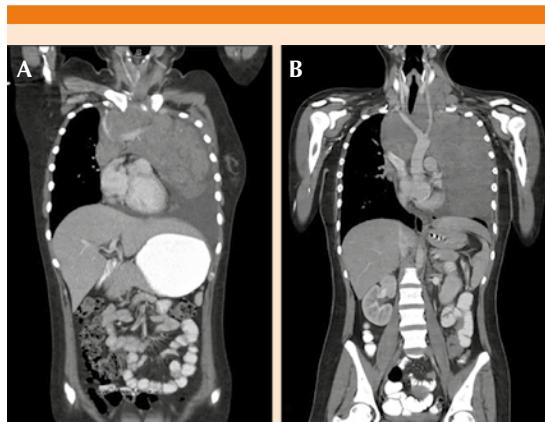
A. Corte coronal de tomografía toracoabdominopélvica en fase contrastada que evidencia aumento del tamaño del timo con derrame pleural izquierdo. B. Corte coronal de tomografía toracoabdominopélvica que evidencia aumento del tamaño del timo así como adenopatías cervicales.
